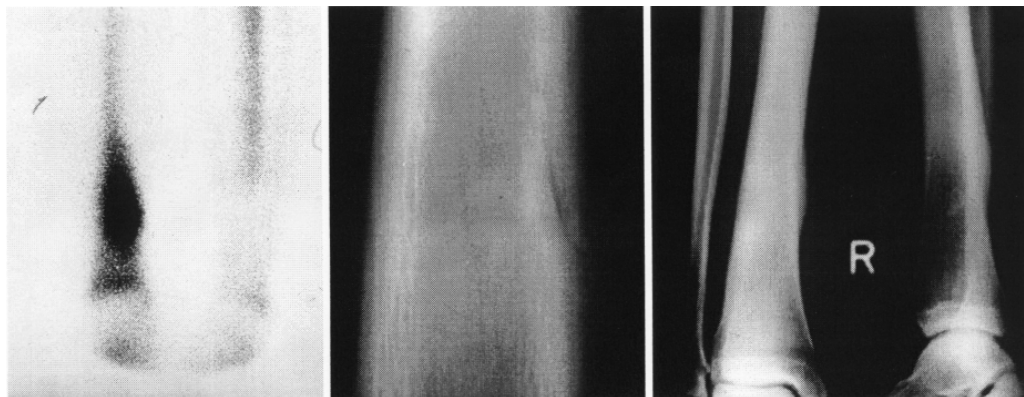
Ermüdungsbruch der distalen Tibia (17jähriger Mittelstreckenläufer). Szintigraphie 2 Wochen nach Beschwerdebeginn (links); Tomographie nach 6 Wochen (Mitte), Rö – Kontrolle 10 Wochen nach Beginn der Beschwerden (rechts).
